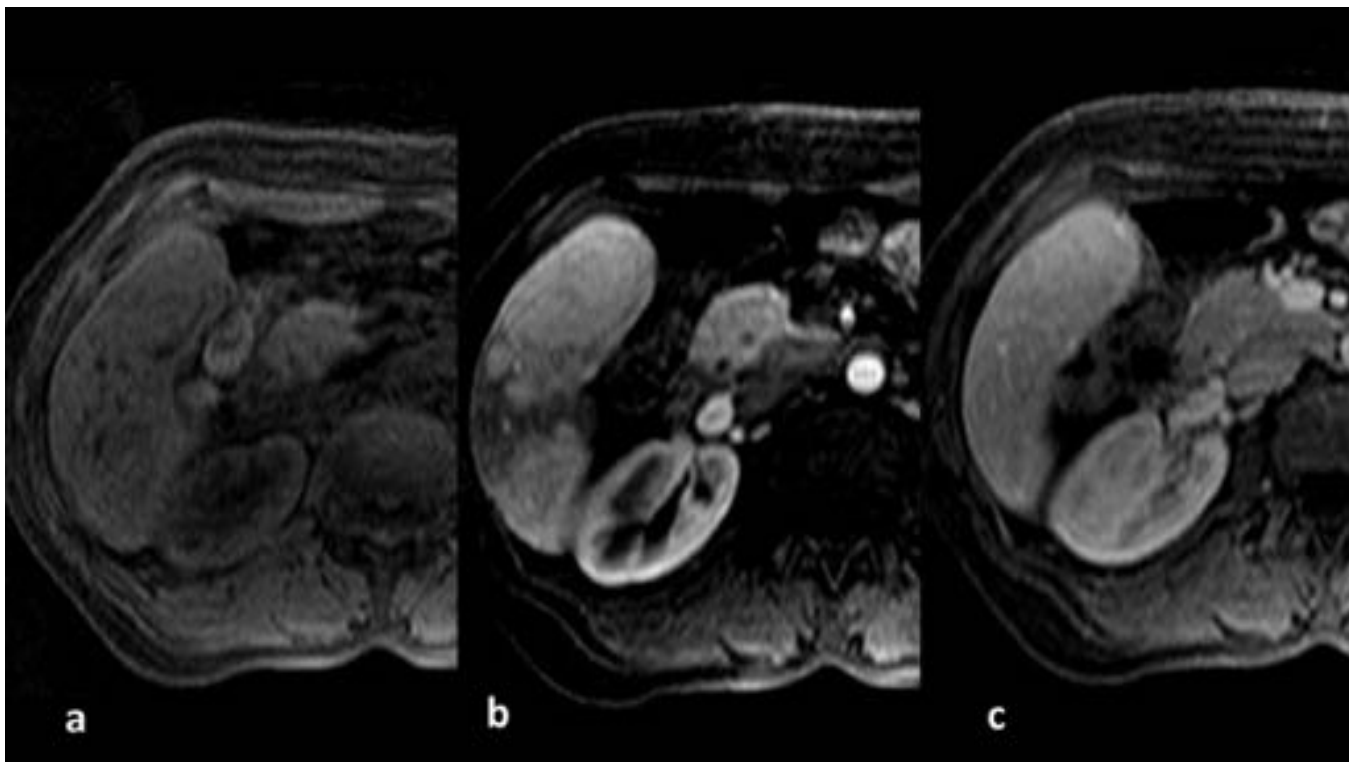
RM hepática dinámica en fase basal, arterial y portal (a, b y c respectivamente). La misma lesión del segmento V, isointensa en la serie basal, que muestra intensa captación en la serie arterial, permaneciendo isointensa con respecto al parénquima en serie portal, en relación con hiperplasia nodular focal.
